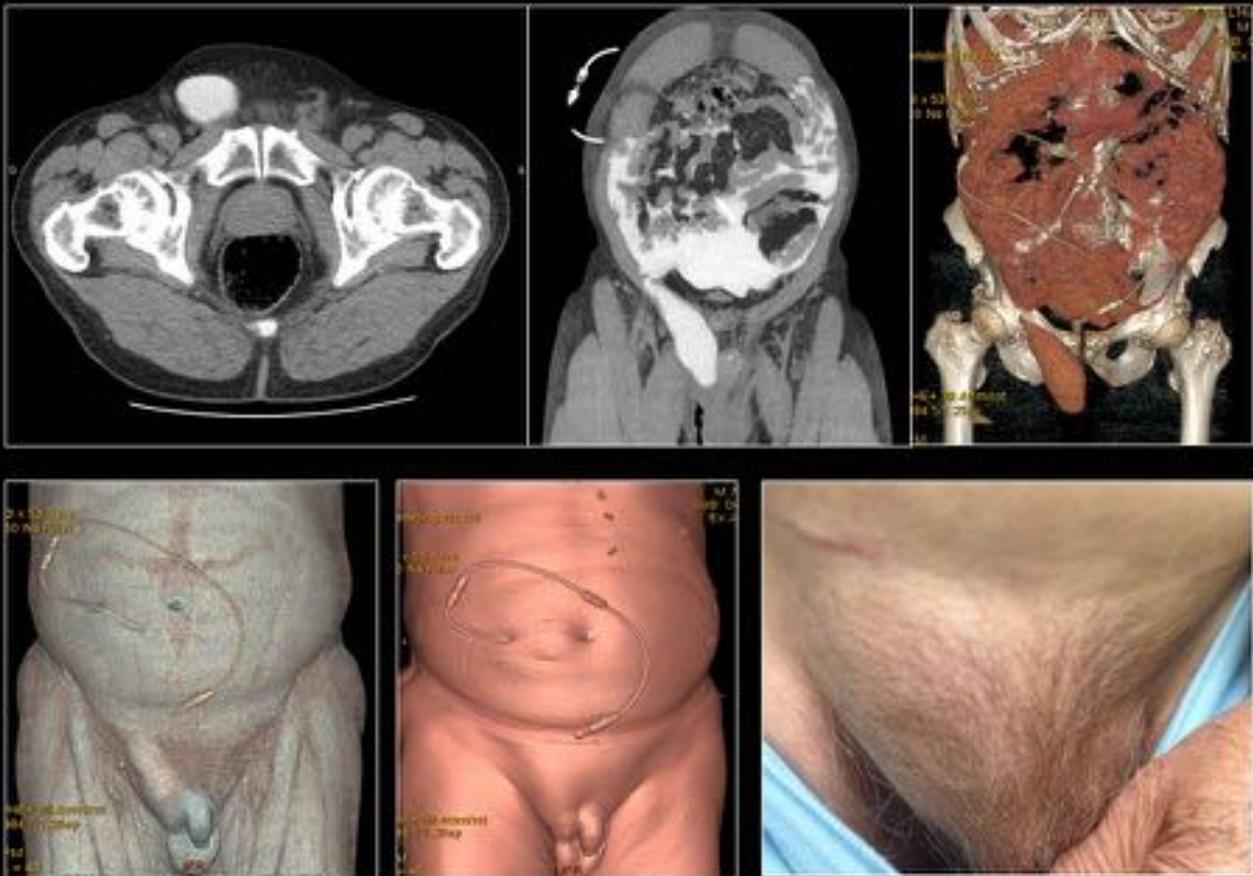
Reherniación. Mismo paciente que en figura 19 y 28. Meses después el paciente volvió a consultar por bultoma inguinal derecho. En este caso se demostró en el TC-peritoneografía en reposo el paso libre de contraste a una recidiva herniaria inguinal derecha. La hernia izquierda reparada no presentaba complicaciones.. Actualmente el paciente está en reposo peritoneal y a la espera de nueva reparación herniaria.
